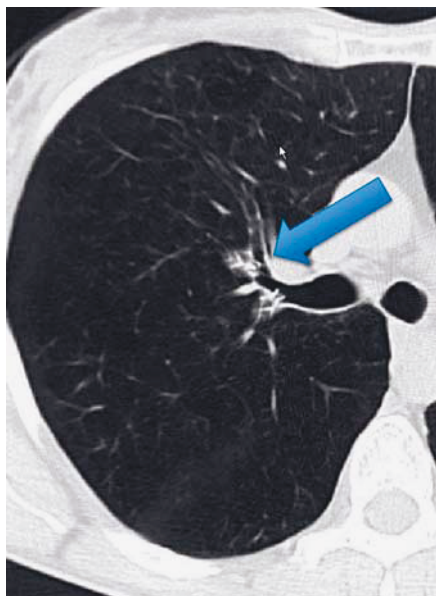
Axial reconstruction of a CT image demonstrating poor valve misplacement and subsegmental airflow preventing lobar atelectasis.
